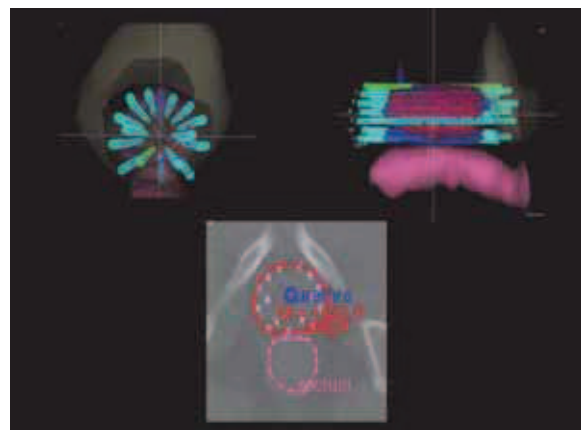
前立腺に針を刺入後に撮影したCT画像とこれをもとに構成した刺入針と膀胱・直腸の関係
